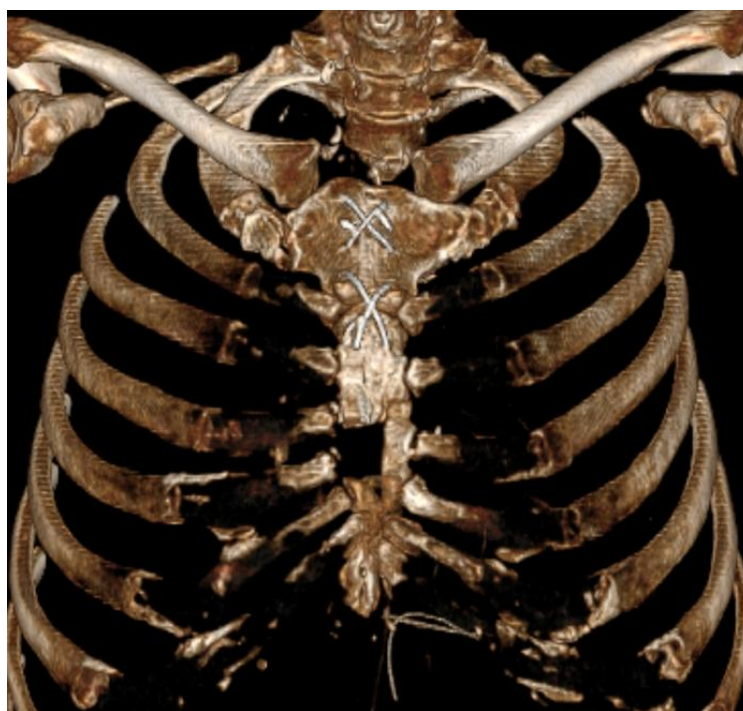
Мультиспиральная компьютерная томография с 3D реконструкцией послеоперационной раны на 55-ые сутки после иссечения свищевого хода и VAC-терапии
